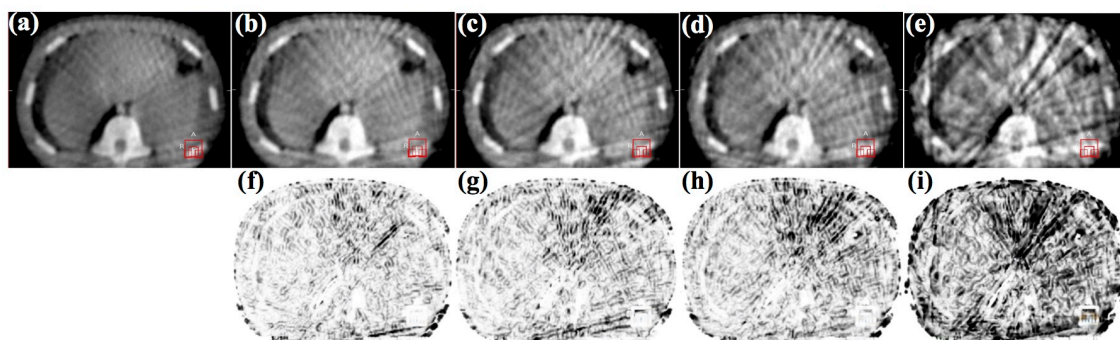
各 GRS により撮像された 3D 腹部ファントムの終末吸気位相の 4D-CBCT 画像と SSIM index マップを示す。終末吸気相は、0%位相に対応する。4D-CBCT 画像は、それぞれ下記の GRS, (a) $50^\circ/\text{min}$, (b) $67^\circ/\text{min}$, (c) $85^\circ/\text{min}$, (d) $100^\circ/\text{min}$ および (e) $200^\circ/\text{min}$ により撮像された。(f), (g), (h) および (i) の SSIM index マップは、それぞれ下記の GRS, $67^\circ/\text{min}$ (平均 SSIM は, 0.8637), $85^\circ/\text{min}$ (平均 SSIM は, 0.83333), $100^\circ/\text{min}$ (平均 SSIM は, 0.8064) および $200^\circ/\text{min}$ (平均 SSIM は, 0.6521) により得られた分布である。
